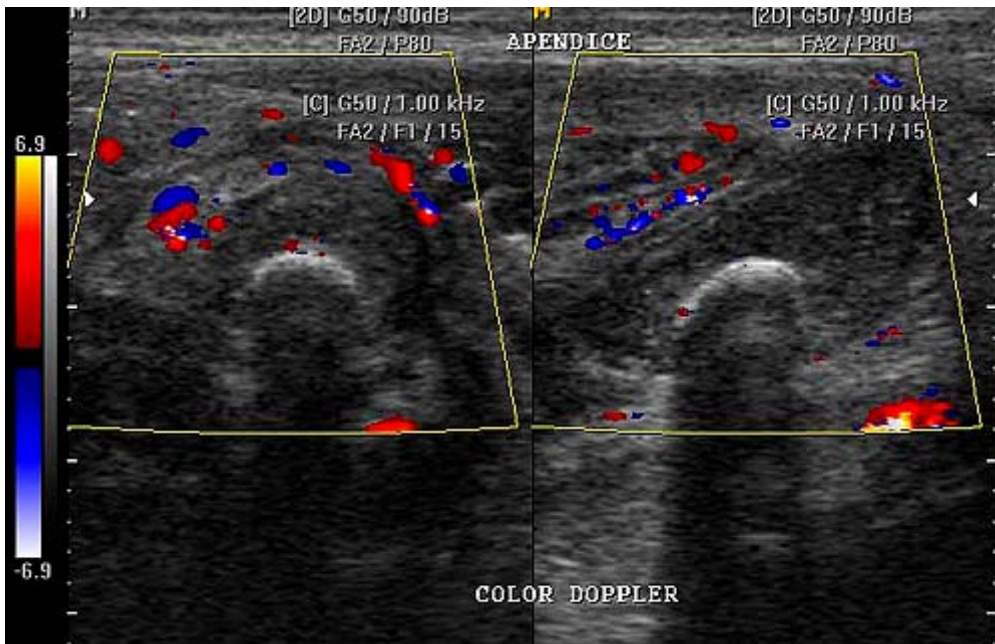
Paciente do sexo masculino, 18 anos de idade. Radiografia simples do abdome demonstra discreta escoliose anti-álgebra (A). O apêndice apresenta calibre aumentado e imagem calcificada no interior (apendicolito) (B). O estudo com Doppler colorido demonstra aumento do fluxo na parede apendicular (C). A tomografia computadorizada demonstra apêndice com paredes espessadas e diâmetro aumentado, contendo calcificação no interior (apendicolito), além de obliteração da gordura peri-apendicular (D).
